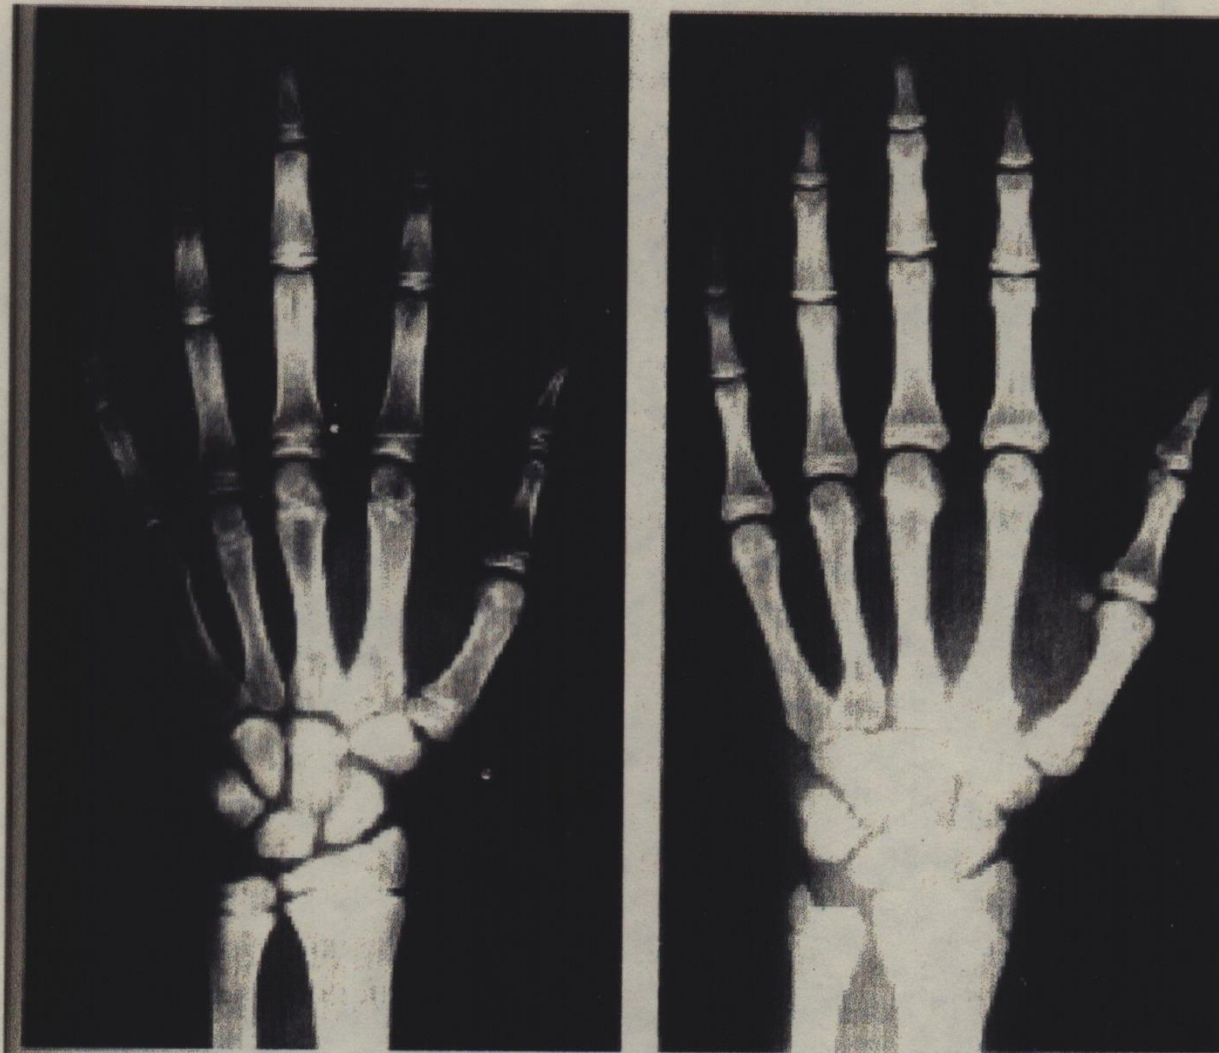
Radiografias de dois garotos, ambos com 14 anos: (à esquerda) idade óssea 12 anos; (à direita) idade óssea 16 anos;
